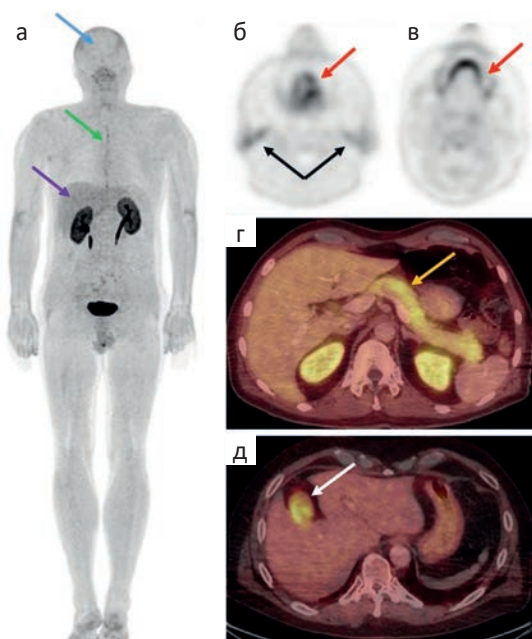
ПЭТ/КТ с ^{18}F -ФБФА. Вариант физиологического накопления ^{18}F -ФБФА. МIP всего тела (а), аксиальные проекции ПЭТ (б, в), аксиальные проекции ПЭТ/КТ (г, д). Физиологическое накопление ^{18}F -ФБФА в головном мозге (а, синяя стрелка), пищеводе (а, зеленая стрелка), печени (а, фиолетовая стрелка), слизистой оболочке полости рта (б, в, красные стрелки), слюнных железах (б, черные стрелки), поджелудочной железе (г, оранжевая стрелка), желчном пузыре (д, белая стрелка)
